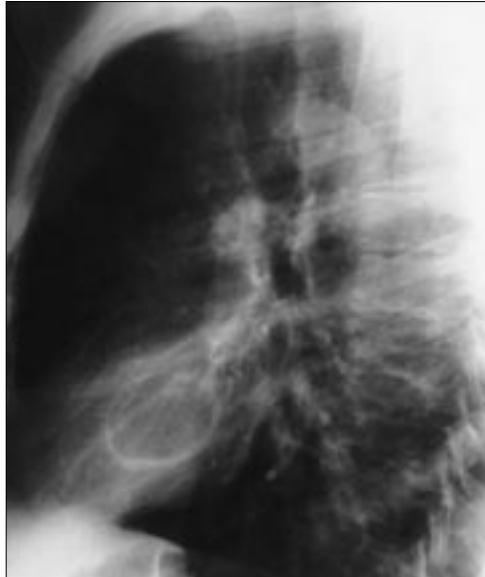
Akciğer parankiminde yerleşmiş bronkojenik kist. Yirmi yaşındaki olguda rastlantısal olarak göğüs röntgenogramında retrokardiyak bölgede saptanan kitle (oklar) (A). BT incelemesinde (B), sıvı özelliği gösterdiği için kist hidatik ön tanısıyla ameliyat edildi. Parankim içi kistler herhangi bir lobda yerleşebilir. Tamamen sıvı dolu olabilecekleri gibi bronşla bağlantılarına göre içlerinde hava-sıvı seviyeleri görülebilir.
